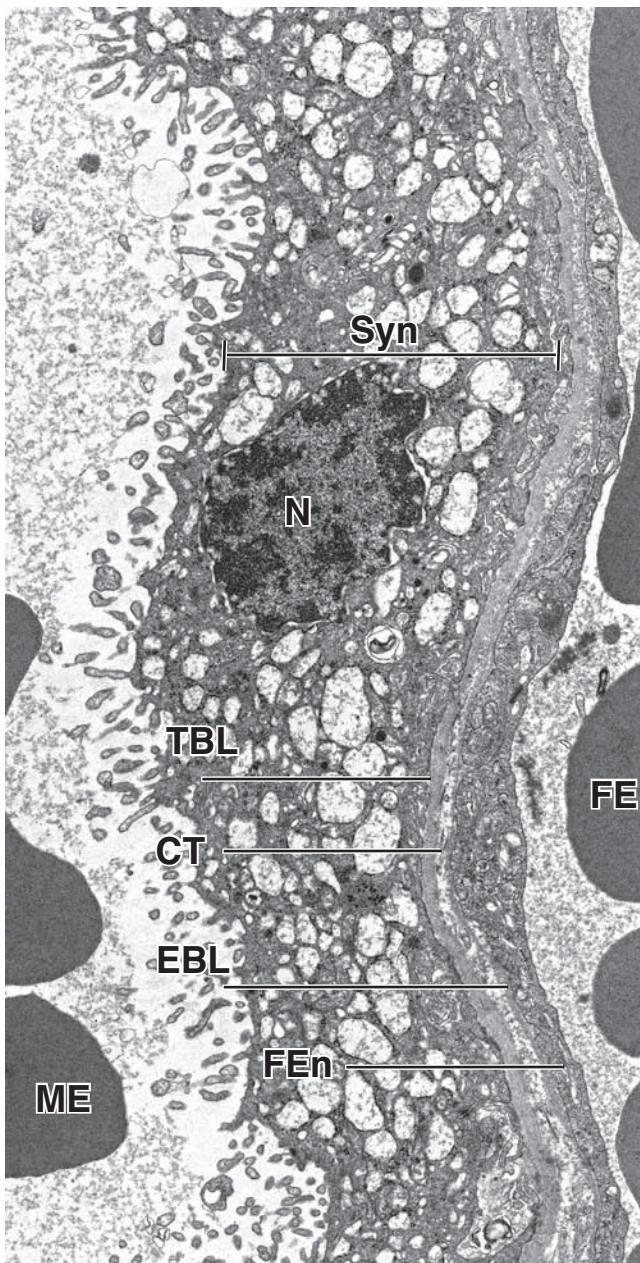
▲ Barrera placentaria humana en el tercer trimestre de embarazo. Esta fotomicrografía electrónica de gran aumento muestra la capa más delgada de una barrera placentaria desarrollada por completo (el corte no incluye las células citotrofoblásticas que forman una capa delgada (o discontinua) en la placenta humana). La luz del espacio intervelloso que contiene eritrocitos maternos (ME) (a la izquierda) está separado del espacio capilar fetal que contiene eritrocitos fetales (FE) (a la derecha). El espacio intervelloso está revestido por sincitiotrofoblastos (Syn) multinucleados. Su superficie contiene microvellosidades que se proyectan en el espacio sanguíneo materno. El citoplasma del sincitiotrofoblasto contiene núcleos (N) múltiples y abundancia de vesículas de transporte, REL, RER, mitocondrias y algunas inclusiones lipídicas. El sincitiotrofoblasto se localiza sobre la lámina basal (TBL), que se encuentra separada de la lámina basal (EBL) de las células endoteliales fetales (FEn) por una delgada capa de tejido conjuntivo (CT). 11000 × (gentileza del Dr. Holger Jastrow).
